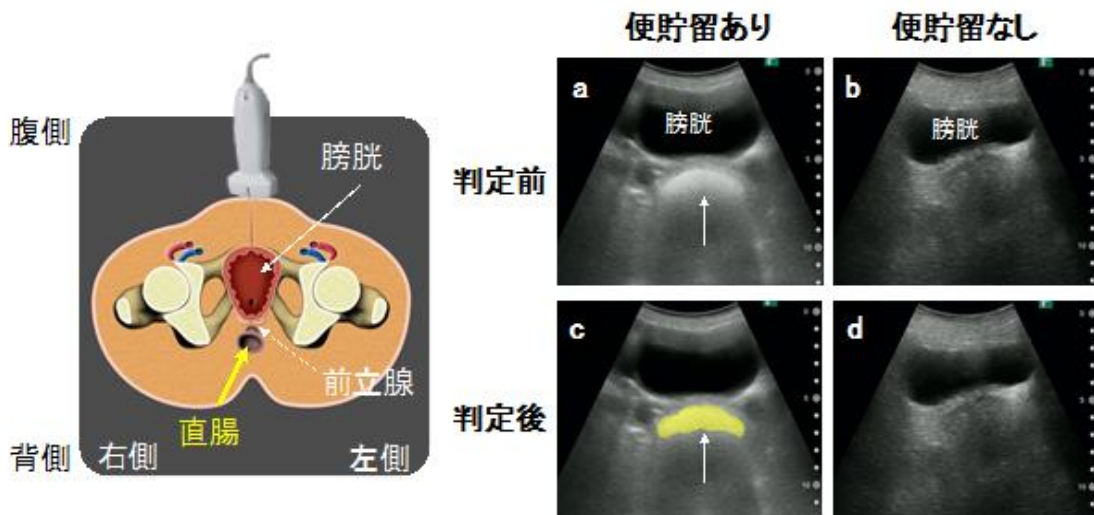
AI による読影支援アプリケーションによる直腸便貯留判定前後の典型的なエコー画像
